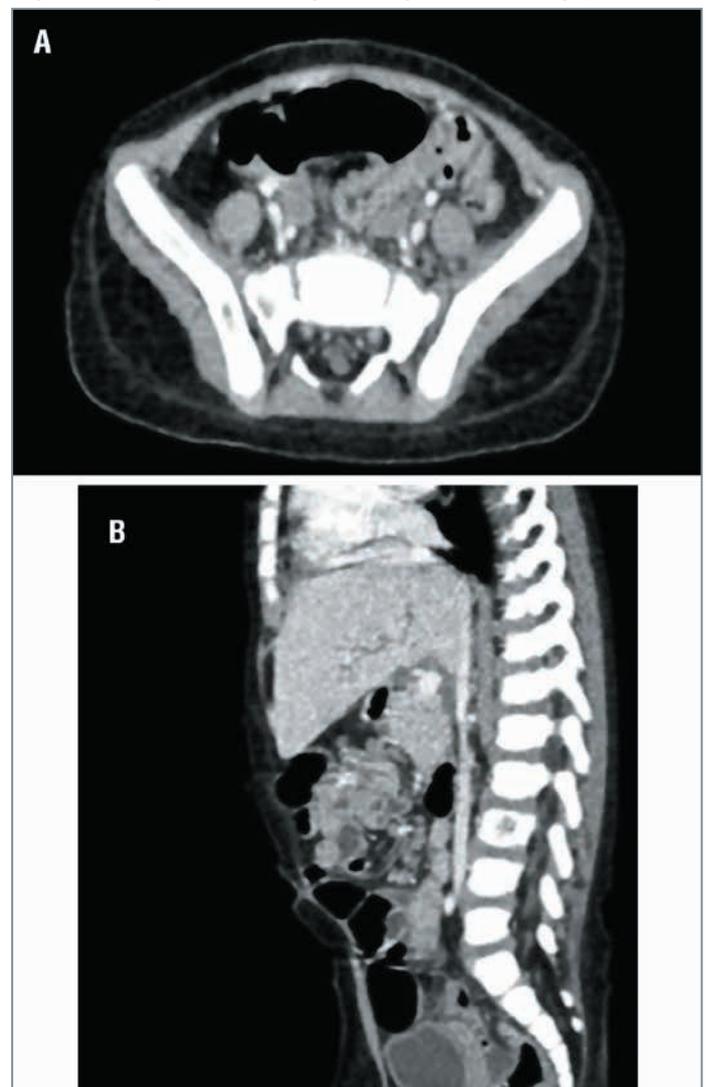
Данные МСКТ органов грудной клетки и брюшной полости пациентки К., 1 год.
